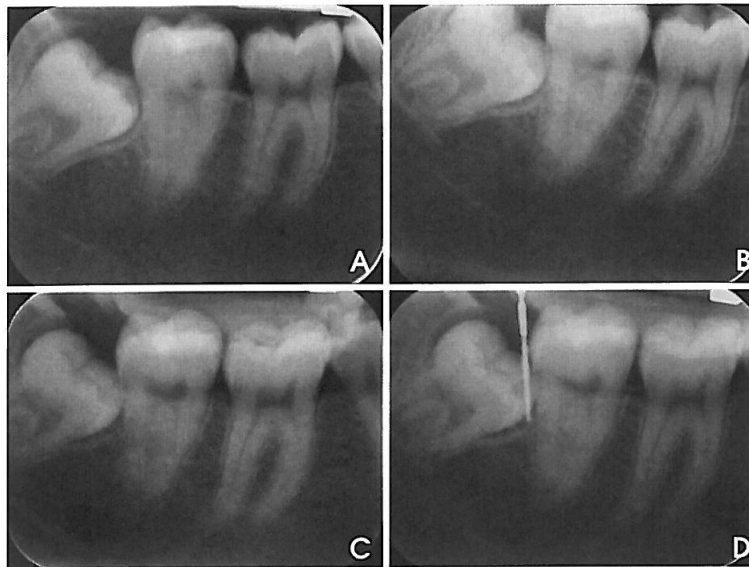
A. Radiograph made only with posterior X-ray film positioner. B. Radiograph made with posterior X-ray film positioner adapted to the hollow cylinder. C. Radiograph made with the hollow cylinder adapted to the posterior X-ray film positioner, with a bite-block customized with acrylic resin. D. Radiograph made with the hollow cylinder adapted to the posterior X-ray film positioner, with a bite-block customized and the gauge pin calibrated inserted in the deepest probing deep.
